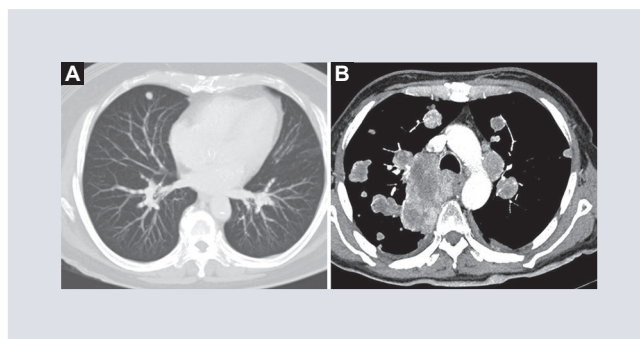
A: nódulo solitario. TC axial con nódulo solitario, sólido de bordes regulares en S5 derecho, metástasis de carcinoma endometrial. B: nódulos múltiples. Múltiples imágenes nodulares de gran tamaño, con reforzamiento heterogéneo y zonas hipodensas centrales, asociado a invasión de los ganglios linfáticos mediastinales niveles 3P, 4R y 6, y nódulo pleural periférico. TC: tomografía computarizada.
